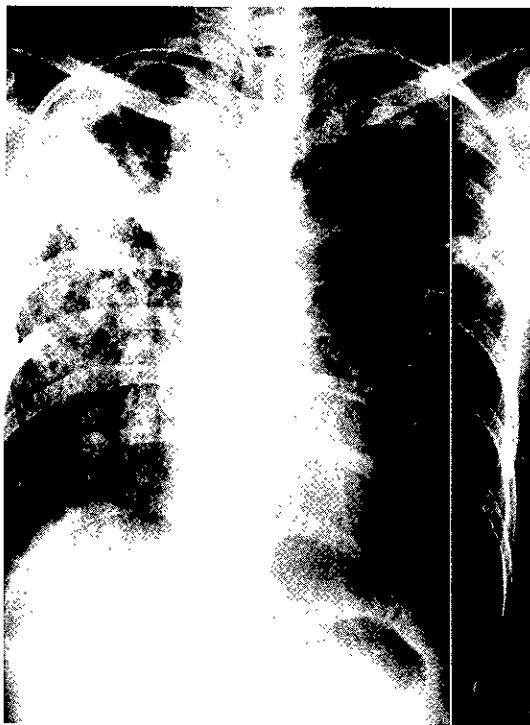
흉부 X선 소견. 우측 폐 상부에 약 5cm 크기의 동공이 관찰되었으며 우측 폐 전체에 광범위한 융합성 폐 침윤의 소견이 보인다.
